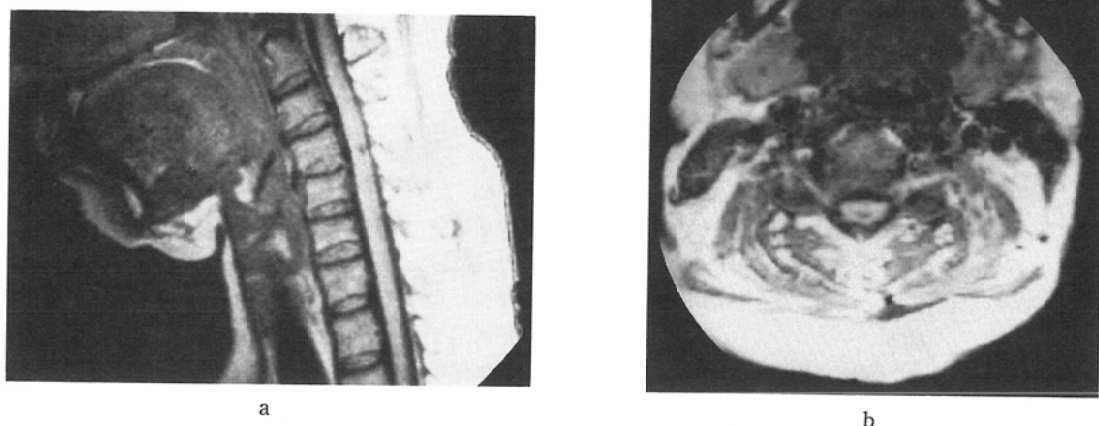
Sagittal (a) and transaxial (b) T1-weighted (SE 600/40) images, of same patient as in Figure 1, obtained 4 months after trauma. Hypointensity area is visualized in the dorsal portion of the cord at the level of C4/5 on the T1-weighted images (a, b). Myelomalacia demonstrated in Figure 1 become a cyst.
